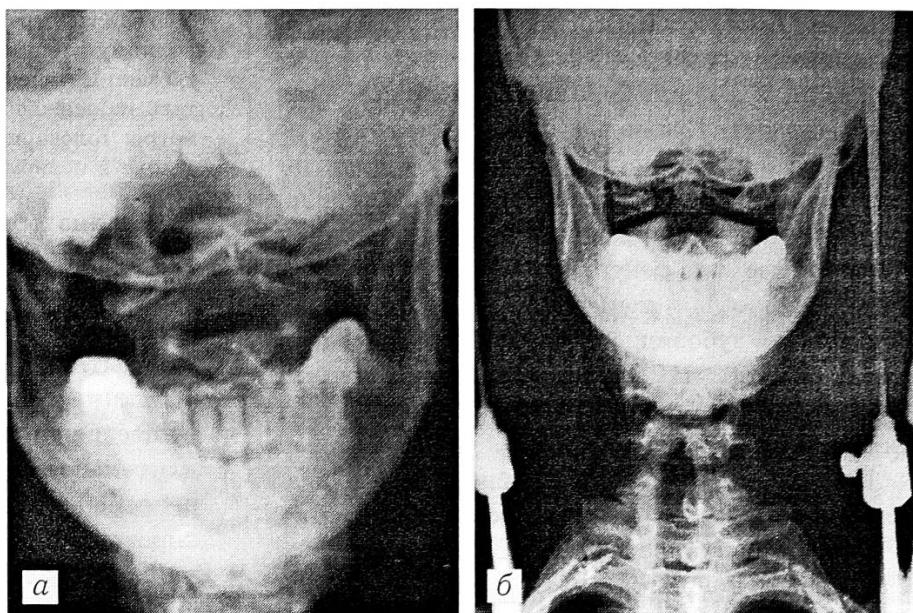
Рентгенограммы больного П.
